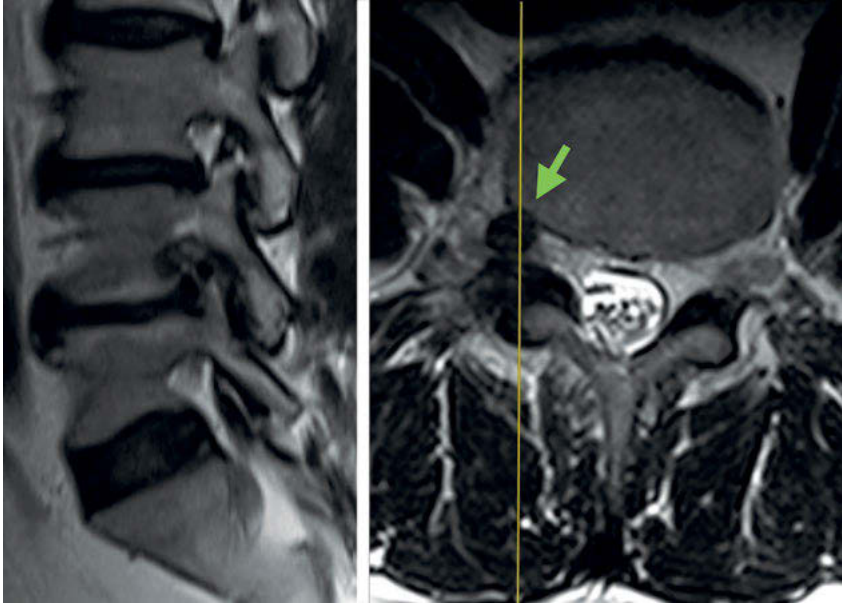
Sagittales und axiales MRT T2. Foraminale Bandscheibenvorfall Lw4/5 rechts.
